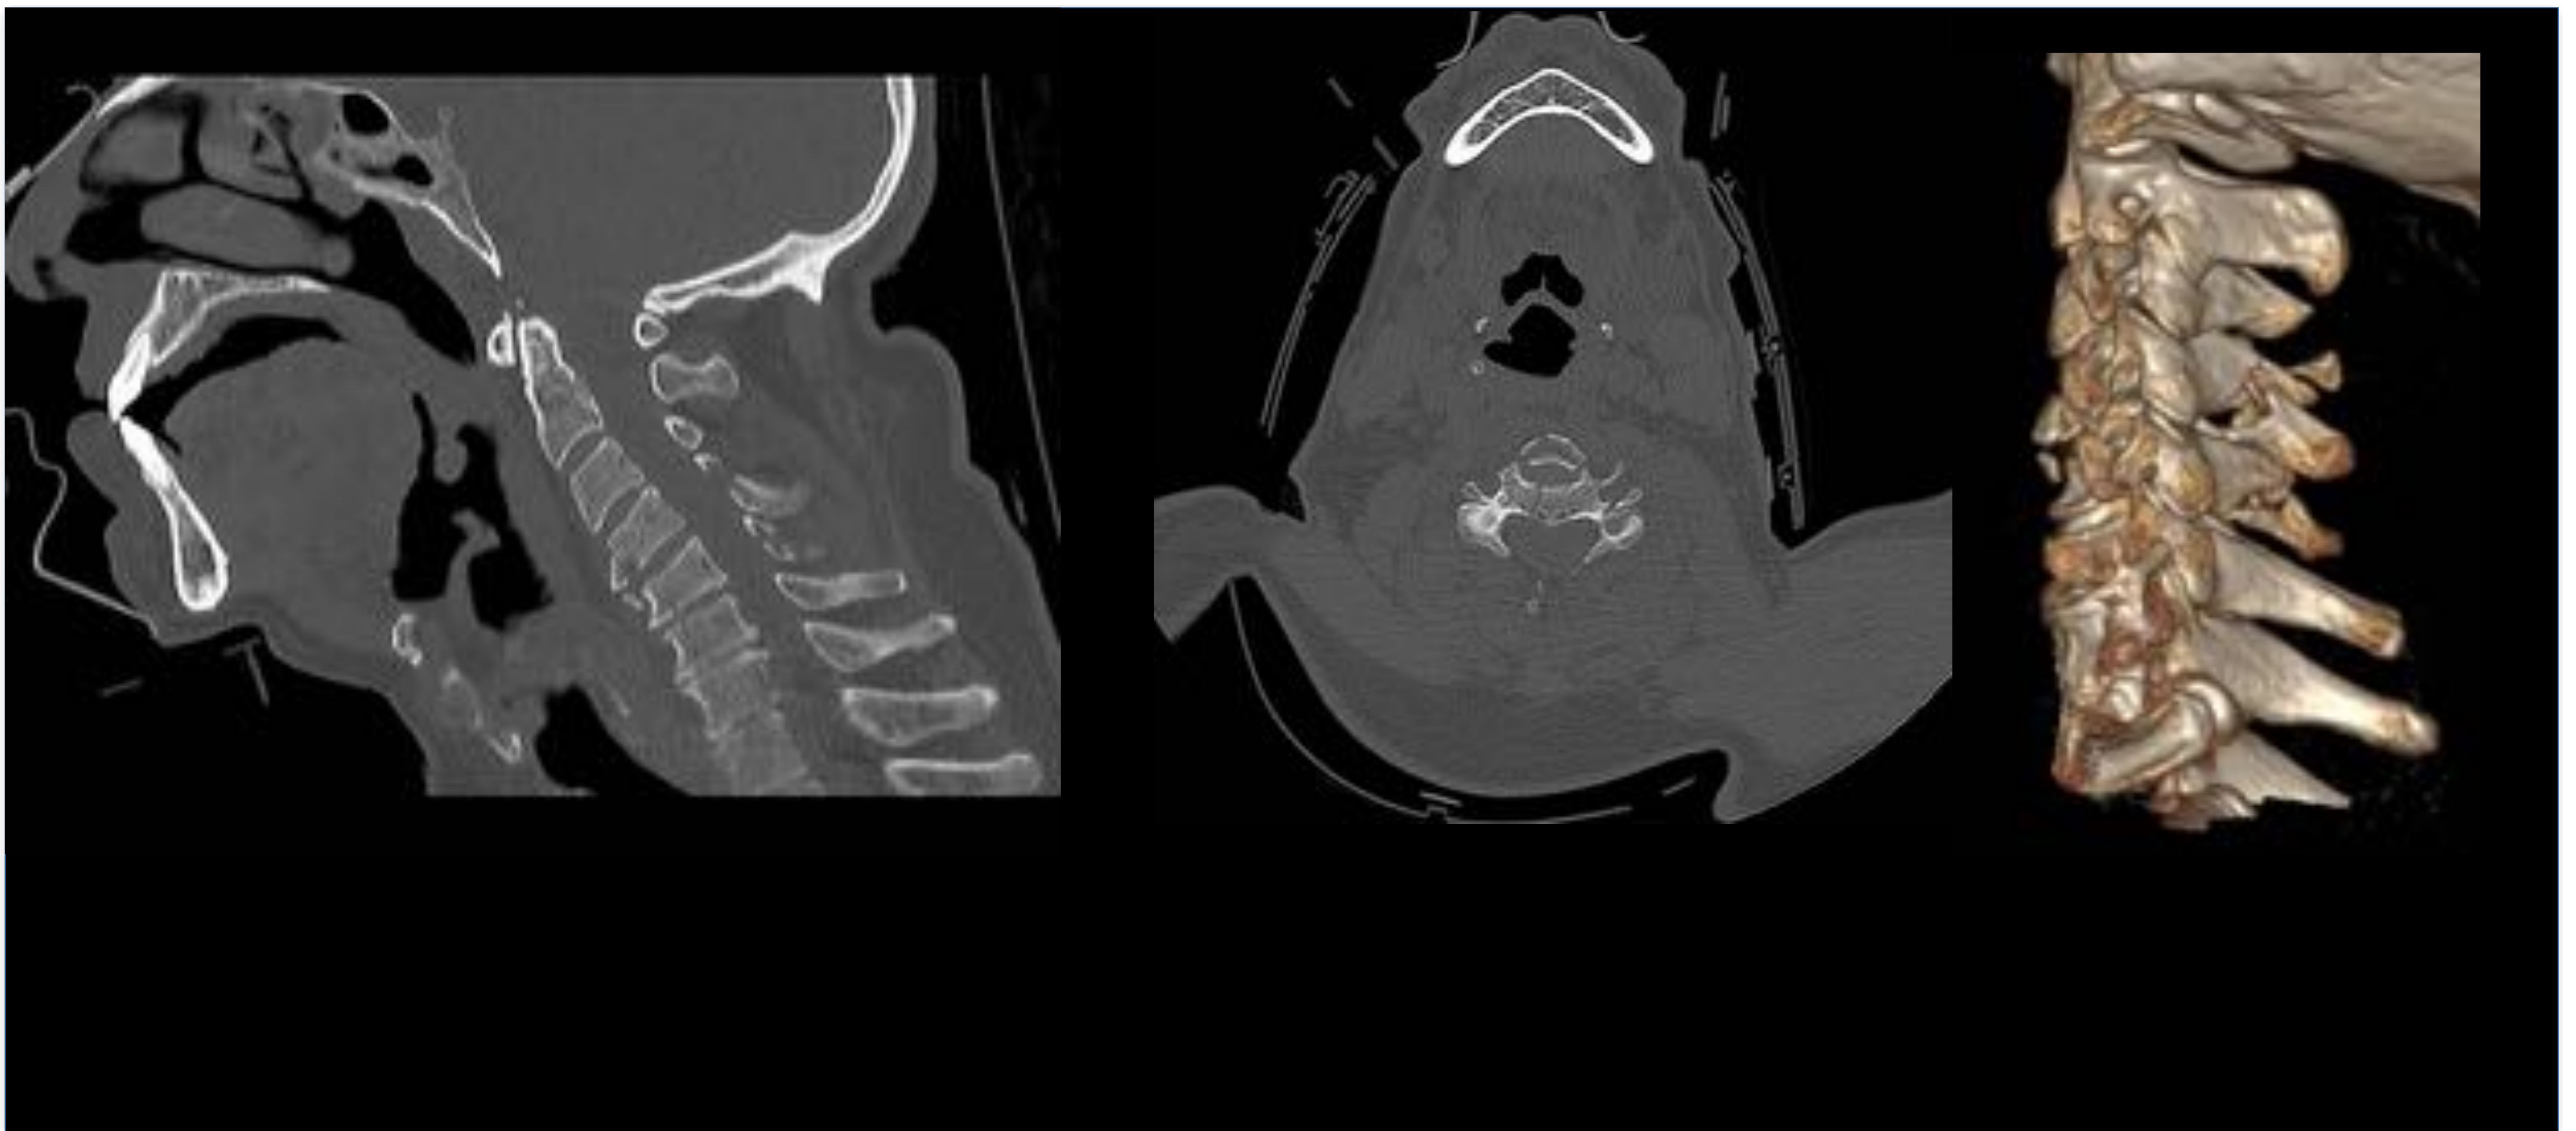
Fractura-acuñamiento anterior de C7. a) Imagen sagital de TC de columna cervical que muestra un acuñamiento anterior de C7 con un trazo de fractura. b) Imagen axial de TC de columna cervical donde vemos el trazo de fractura en la columna anterior del platillo superior de C7.
